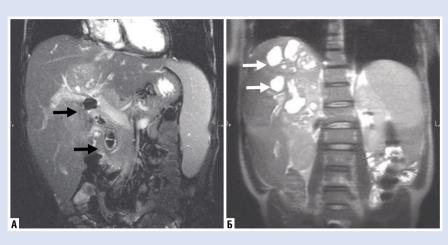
А — МР-томограмма (черными стрелками указаны конкременты во внепеченочных желчных протоках); Б — МР-томограмма (белыми стрелками указаны контрастированные абсцессы печени).
